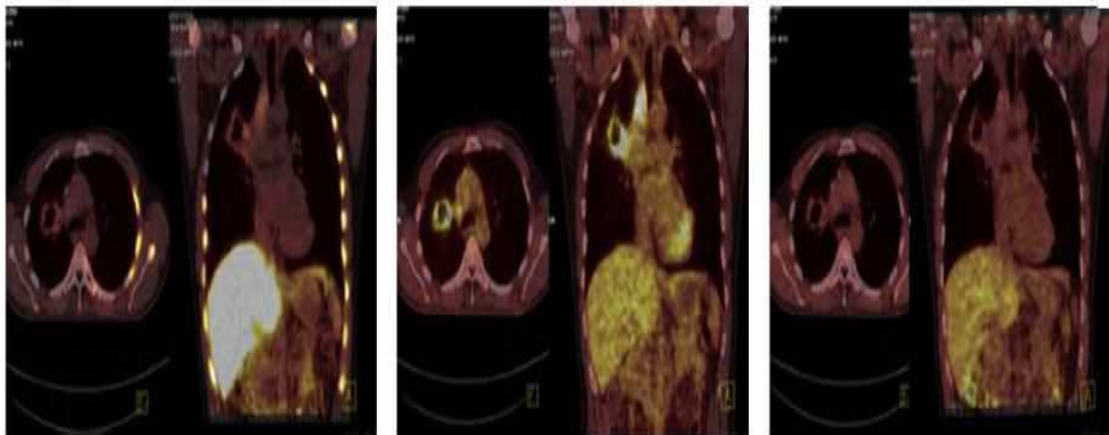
Images d'un Patient étudié avec du FLT (gauche), FDG (centre) et [¹⁸F]-FMISO (droite) avant et pendant une radiothérapie pulmonaire (67)
